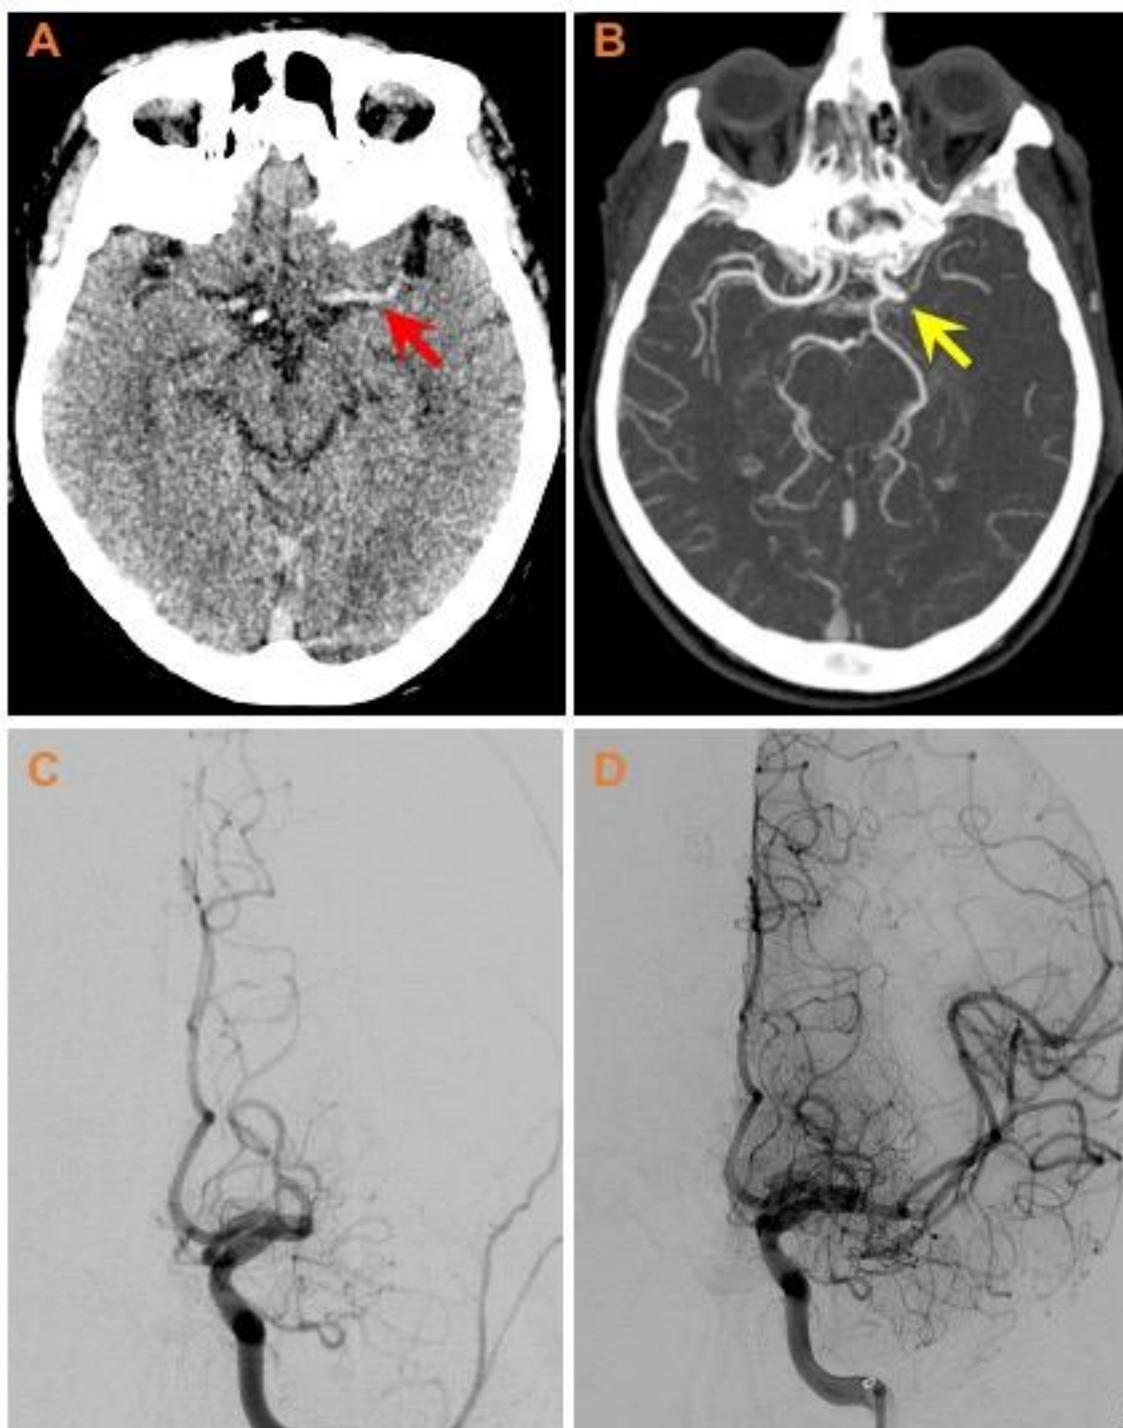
Paciente com oclusão do segmento M1 da artéria cerebral média esquerda. Na TC de crânio sem contraste (A) observa-se o sinal da artéria cerebral média hiperdensa (seta vermelha), bem como a interrupção abrupta (seta amarela) e a ausência de contrastação desse vaso na ATC. A arteriografia cerebral confirma o local de oclusão no segmento M1 da ACM esquerda (C) e a completa recanalização do território vascular após a realização da TM (D).
